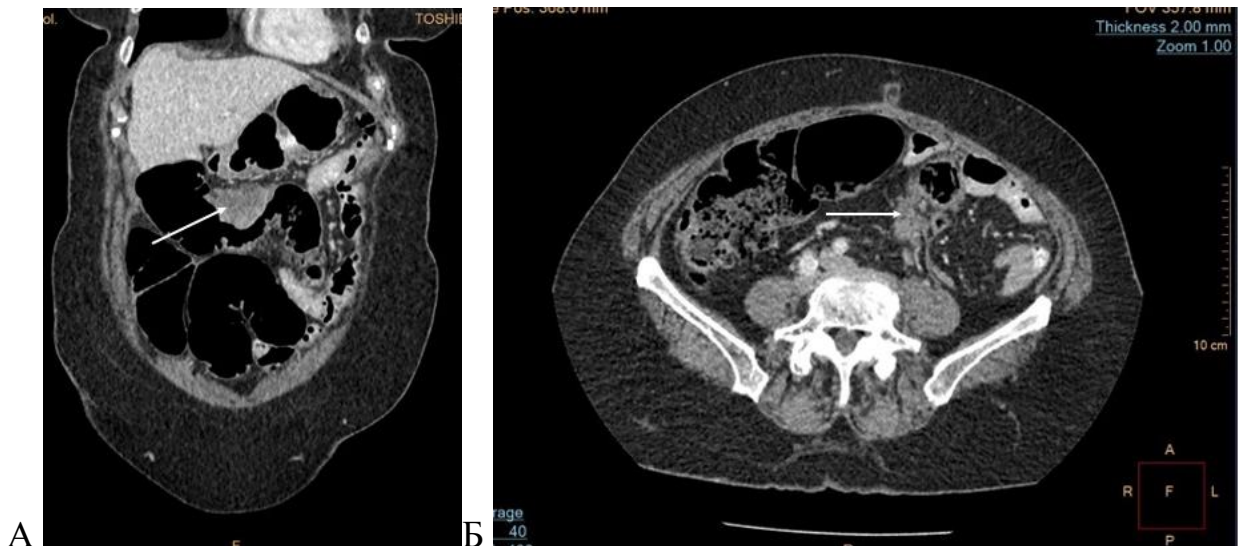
Компьютерная томограмма пациентки Е. (А – коронарная проекция, Б - аксиальная проекция), стрелками указаны карциноматозные узлы
